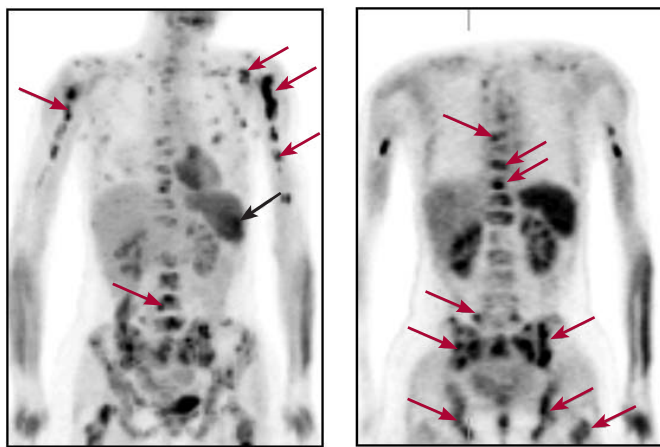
Больной П., 36 лет. Диффузная В-крупноклеточная лимфома. По данным УЗИ заподозрен рецидив заболевания в селезенке (одна из областей первичного поражения). При ПЭТ помимо поражения селезенки (черная стрелка) выявлены множественные специфические изменения в скелете (красные стрелки). Полифокальный тип поражения позволяет заподозрить поражение костного мозга
